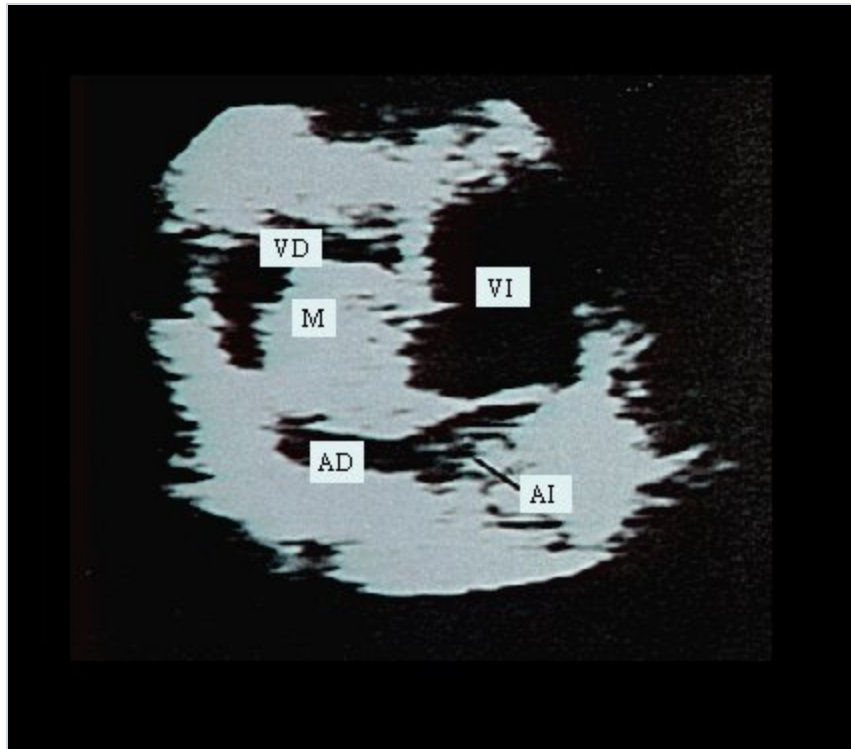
Mixoma de la aurícula derecha Mixoma (M) de la aurícula derecha demostrado por ecocardiografía bidimensional. El tumor está en la aurícula derecha (AD) en sístole (a), y se prolapsa al ventrículo derecho (VD) en diástole (b). La aurícula izquierda (AI) y el ventrículo izquierdo (VI) también son visibles en este corte apical de las cuatro cavidades.
